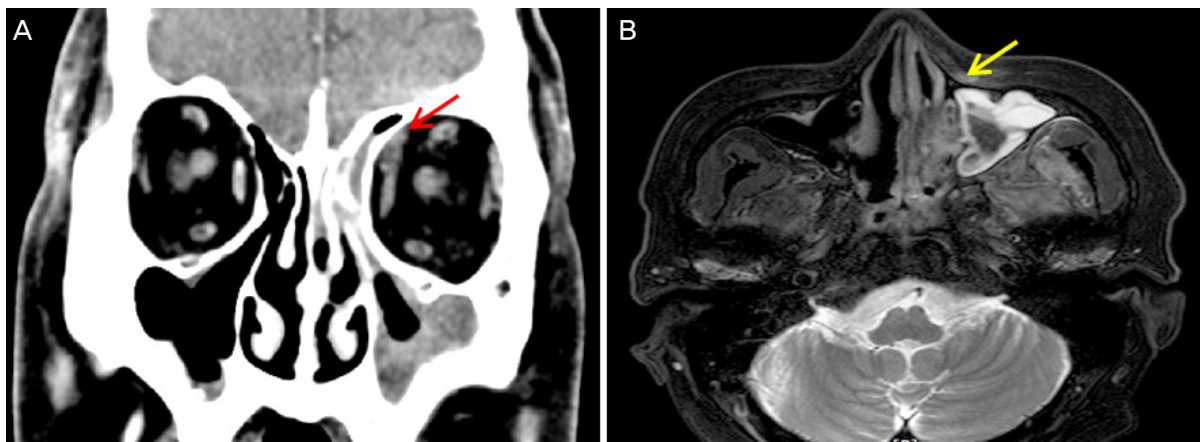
Computed tomography image and magnetic resonance T2 weighted image of orbit. (A) Soft tissue thickening with increased fat attenuation was seen at left conal space and septal area (red arrow). (B) Diffused T2 high signal intensity at left preseptal area (yellow arrow), ethmoid and maxillary sinus, retromaxillary fossa, masticator space and temporalis muscle were noted.
